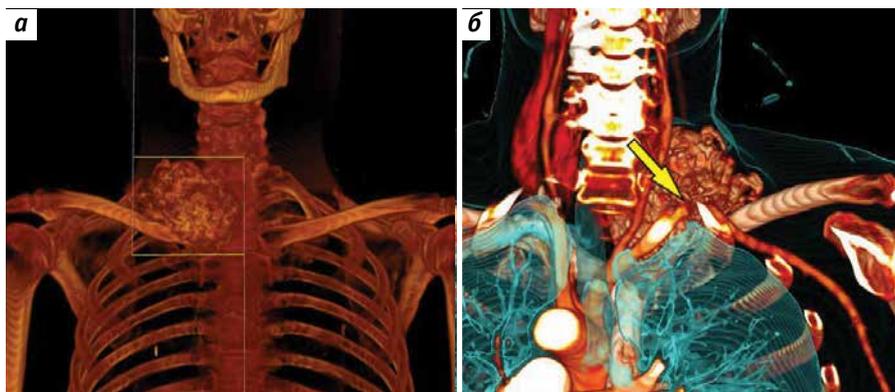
Результаты обследования пациента Б.: а — 3D-реконструкция изображений, полученных в ходе компьютерной томографии (КТ) новообразования; б — 3D-реконструкция изображений, полученных в ходе КТ-ангиографии сосудов сердца и главных ветвей аорты, показывающая прилежание опухоли к подключичной артерии (обозначена стрелкой), вид сзади
